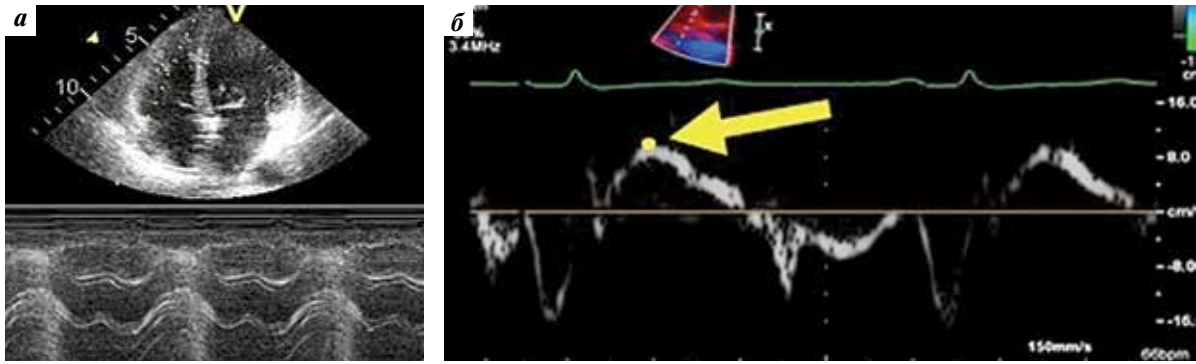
Эхокардиограмма парадоксального движения межжелудочковой перегородки в режиме M (а) и при тканевой доплерографии (б). Желтой стрелкой указан S'-пик, отражающий систолическую функцию правого желудочка
